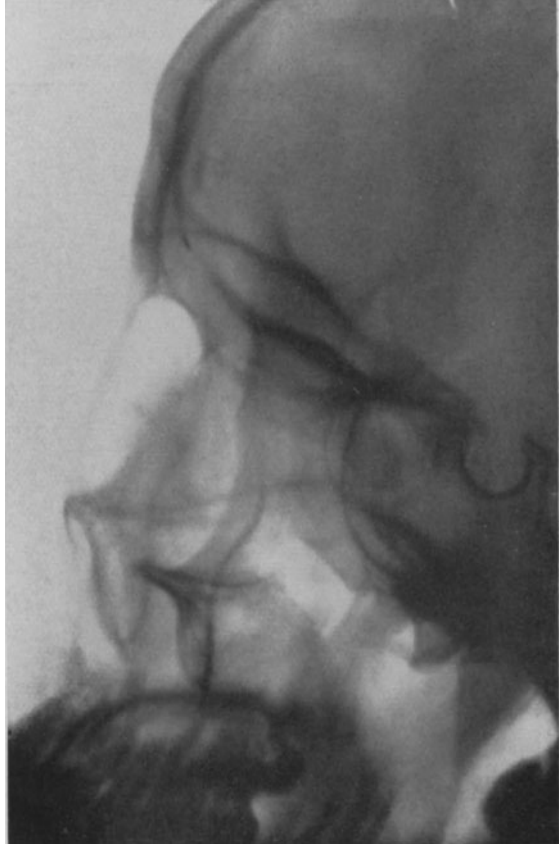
37-jähriger Mann. Vor 11 Jahren Lues. Seit 1½ Jahren doppelseitige Acusticus-atrophie. Große Defekte im Nasenskelett. Röntgenbild: Keilbeinhöhle stark getrübt, ebenso die benachbarten Teile des Siebbeins. Dezember 1911: Salvarsan intramuskulär. Einige Wochen darauf Exitus an Meningitis.
